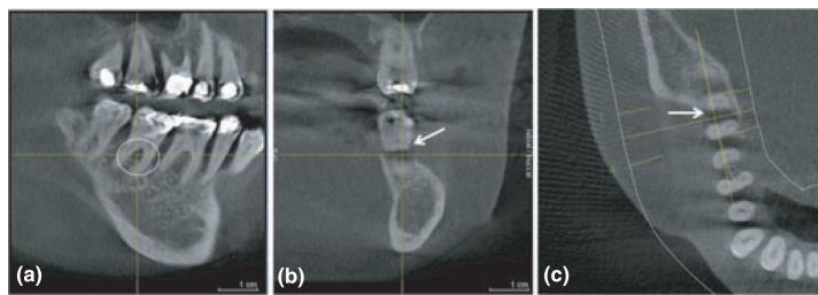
Imagini de tomografie computerizată cu fascicul conic care ilustrează implicarea completă a furcăției parodontale a unui al doilea molar, care arată (a) implicarea furcăției delimitată de cerc, (b, c) extinderea leziunii (săgeți) din vederile facial-linguale și axiale. [71]
